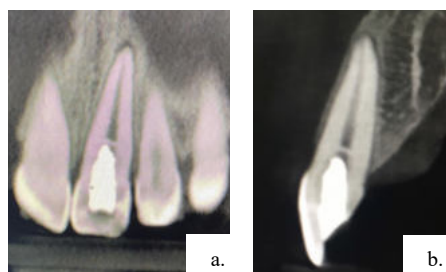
/ Periapical corte frontal (a.) e corte coronal (b.) mostra selamento coronário e raiz com desenvolvimento completo após TER.
